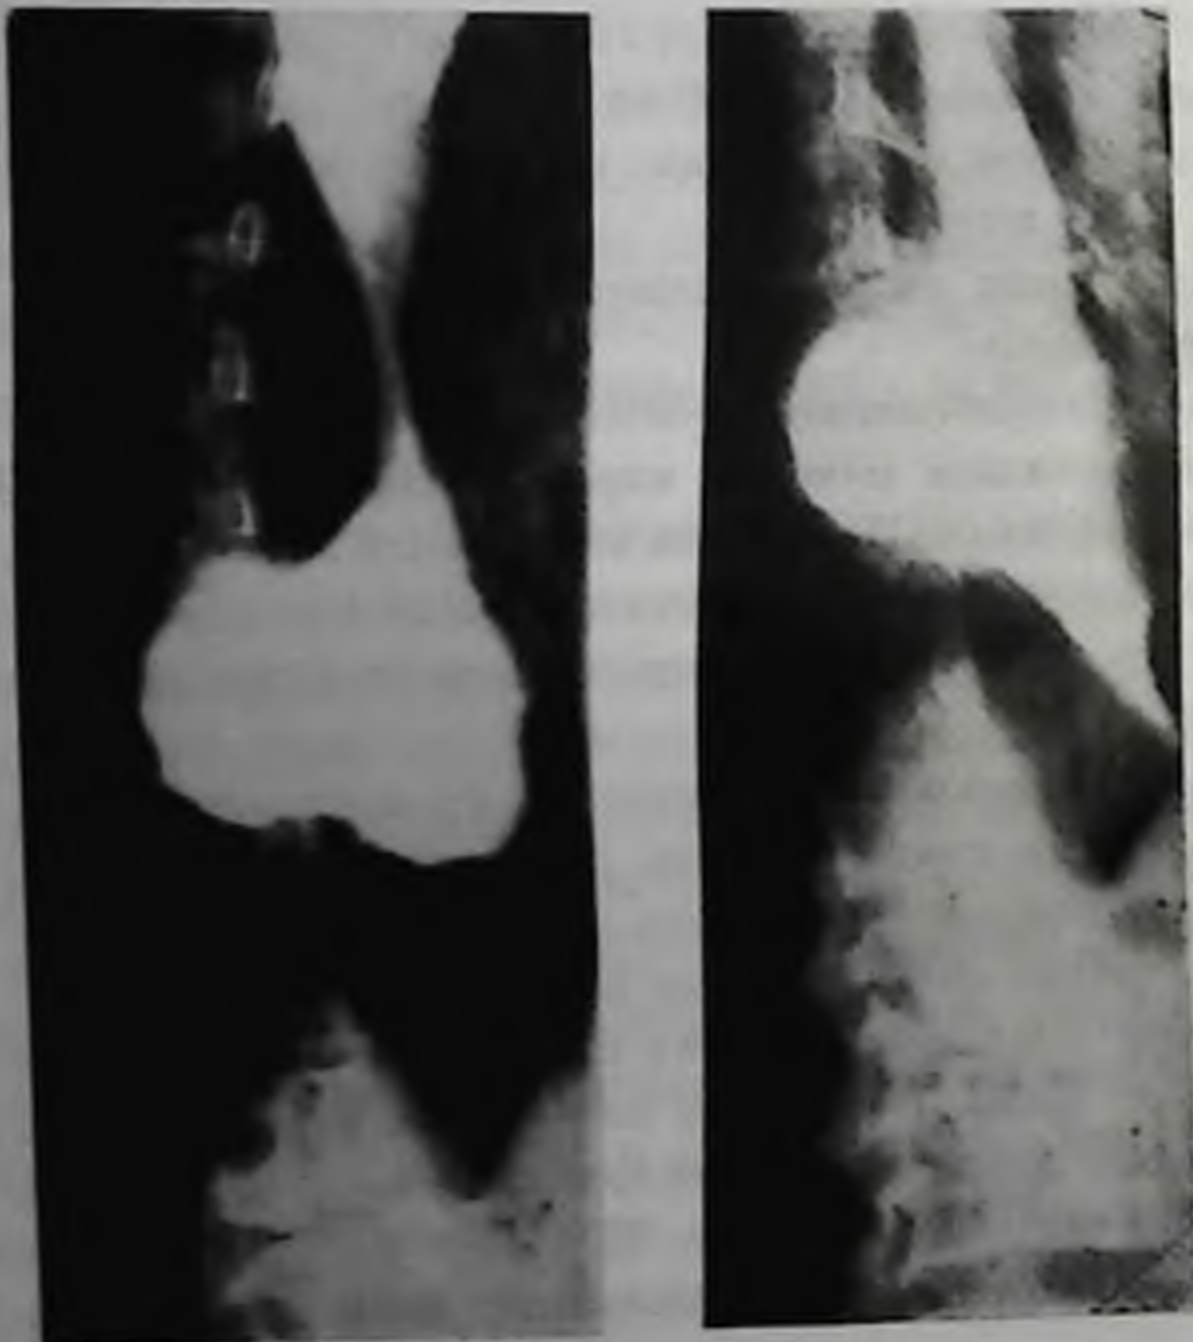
Рентгенограмма больной с кардиоспазмом III степени и дивертикулом нижней трети пищевода.
